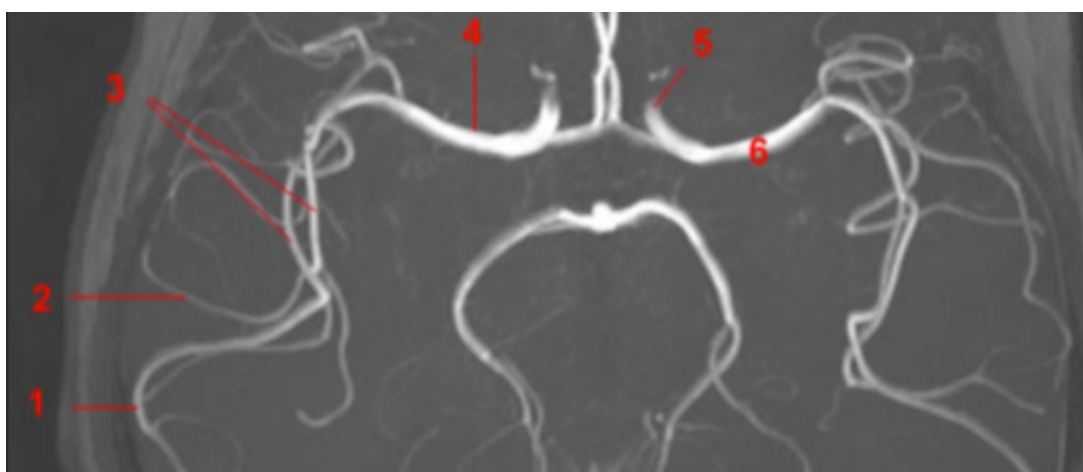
IRM cérébrale, angiographie par temps de vol (TOF) en reconstruction MIP axiale centrée sur le polygone de Willis. 1 : Segment cortical M4. 2 : Segment operculaire M3. 3 : Segment insulaire M2. 4 : Segment horizontal M1. 5 : Artère carotide interne (ACI) gauche. 6 : Artère cérébrale moyenne.
